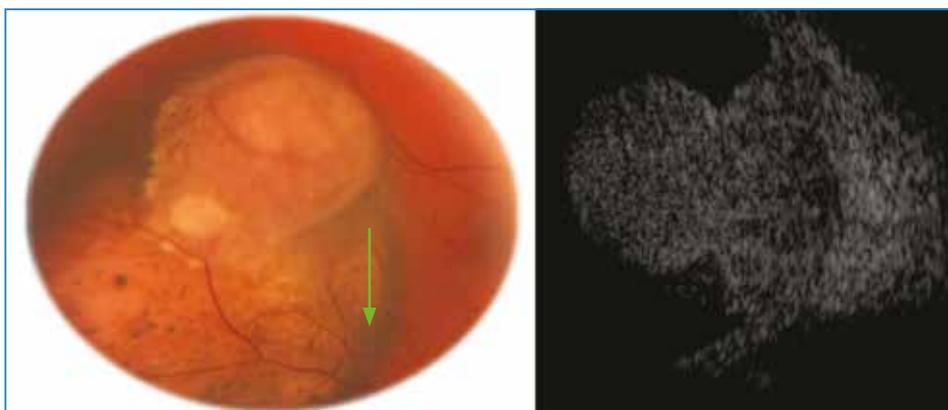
Mélanome choroïdien partiellement achrome. L’aspect plus achrome de la partie la plus antérieure est due à la rupture de la membrane de Bruch présente dans certains mélanomes volumineux. Noter la couronne pigmentée périphérique (*flèche verte*). Images échographiques en bouton de chemise typique. Rupture de la membrane de Bruch en supérieur avec développement lésionnel endophytique.
